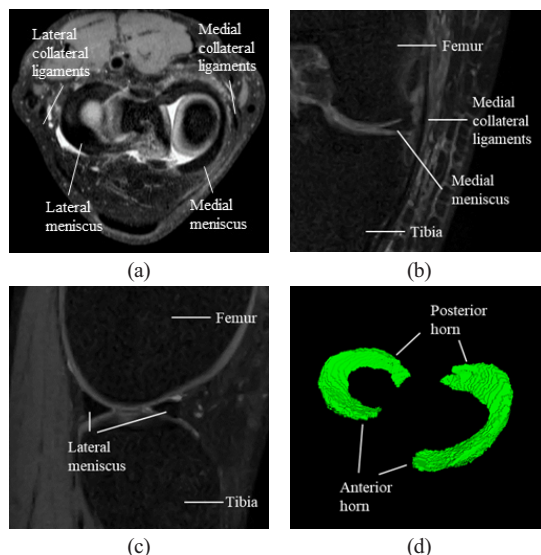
Characteristics of meniscus in knee MR images. (a) Meniscus in axial view. (b) Meniscus in coronal view. (c) Meniscus in sagittal view. (d) 3D shape of meniscus.
